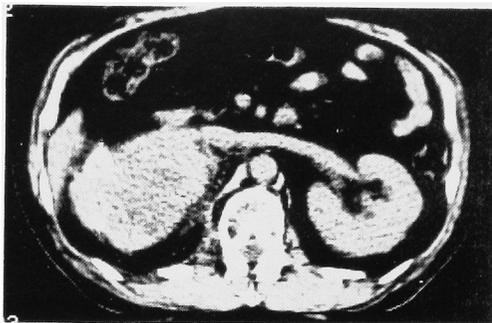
CT in February, 1986, showing a regression rate of 39.4% in the right renal tumor.
